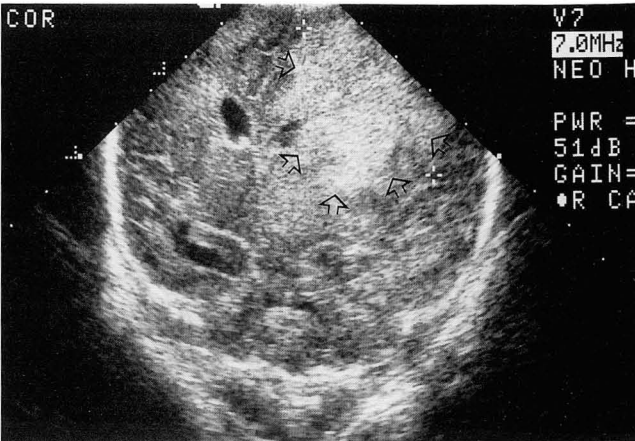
A term infant with staphylococcal sepsis. Brain sonogram on his 8th day shows a large hematoma (arrows) with mass effect in the left frontal area.
